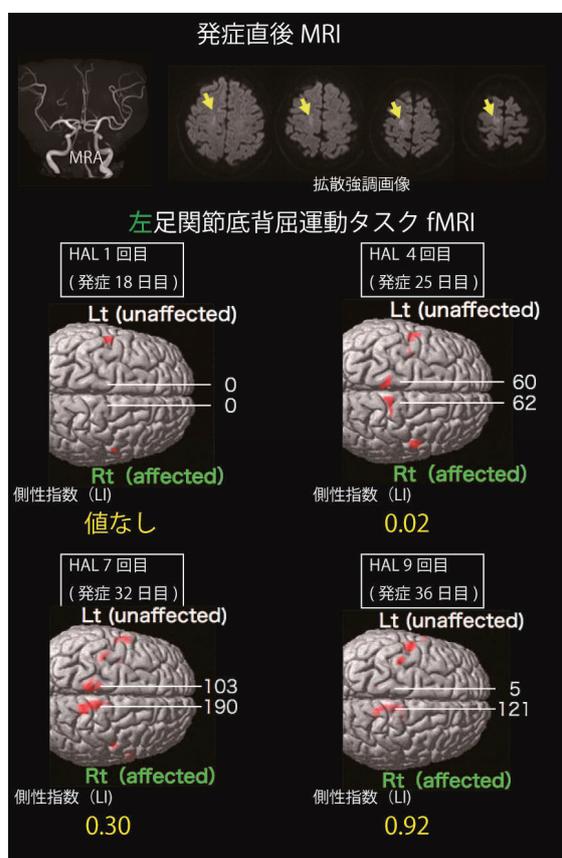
症例 1 の発症時 MRI と HAL 治療中の fMRI および側性指数
